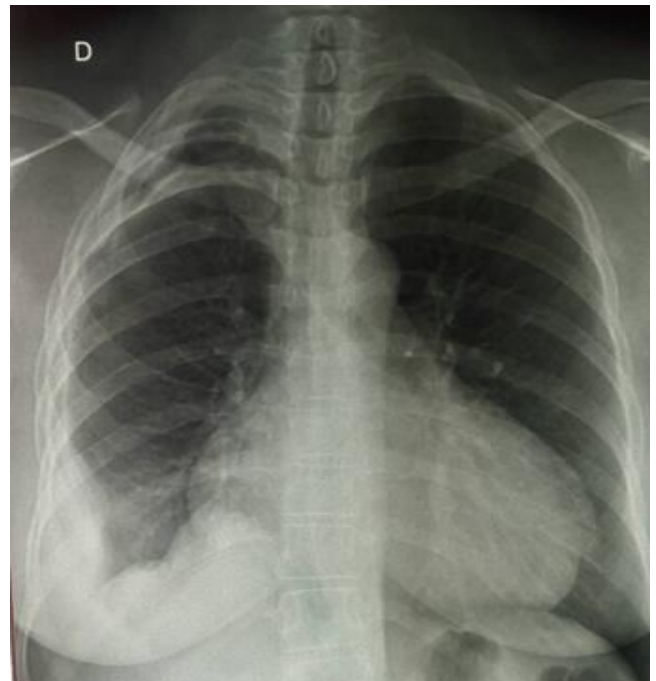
Radiographie thoracique de face de Mme DM montrant un épanchement pleural liquidien droit.
